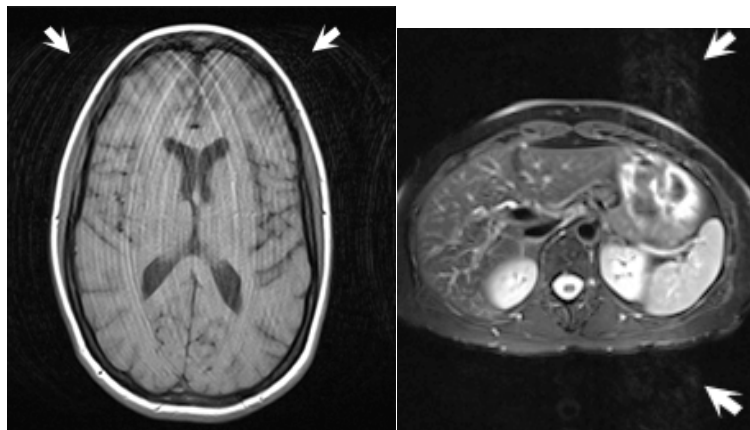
ghosting related to patient motion as seen on an axial T1-weighted image of the brain (left, white arrows). Ghosting related to digestive motion within the gastric fundus is present on a fat saturated axial T1-weighted image of the abdomen (right, white arrows).
